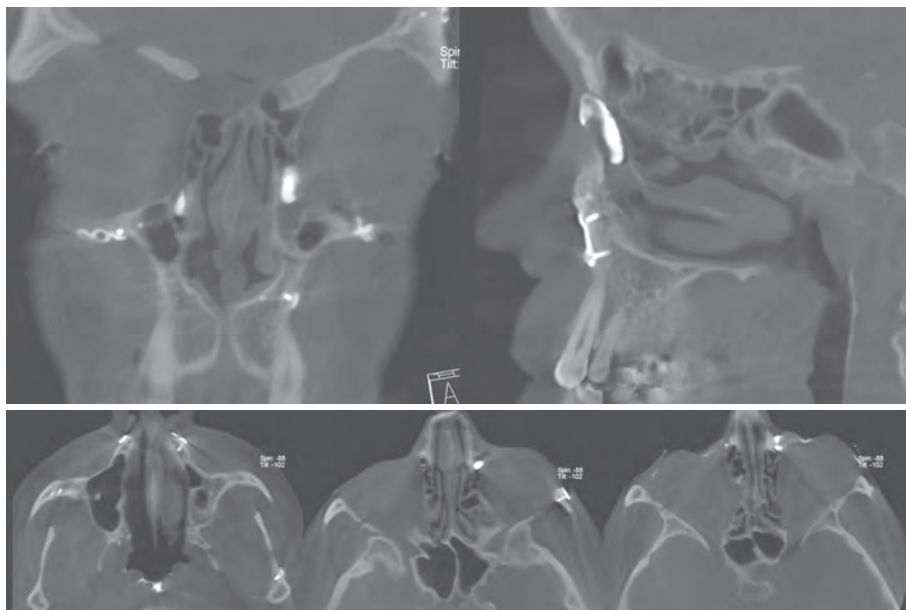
Dacryo-CBCT : sténose du canal lacrymo-nasal gauche
